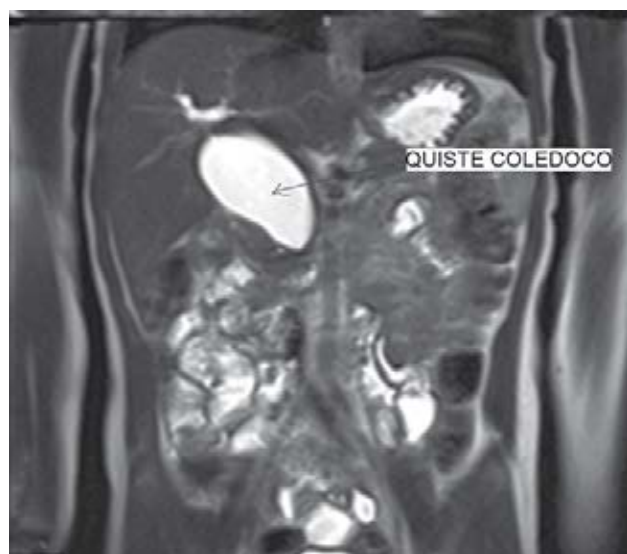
Colangiografía resonancia contrastada: que muestra la dilatación quística del colédoco.
